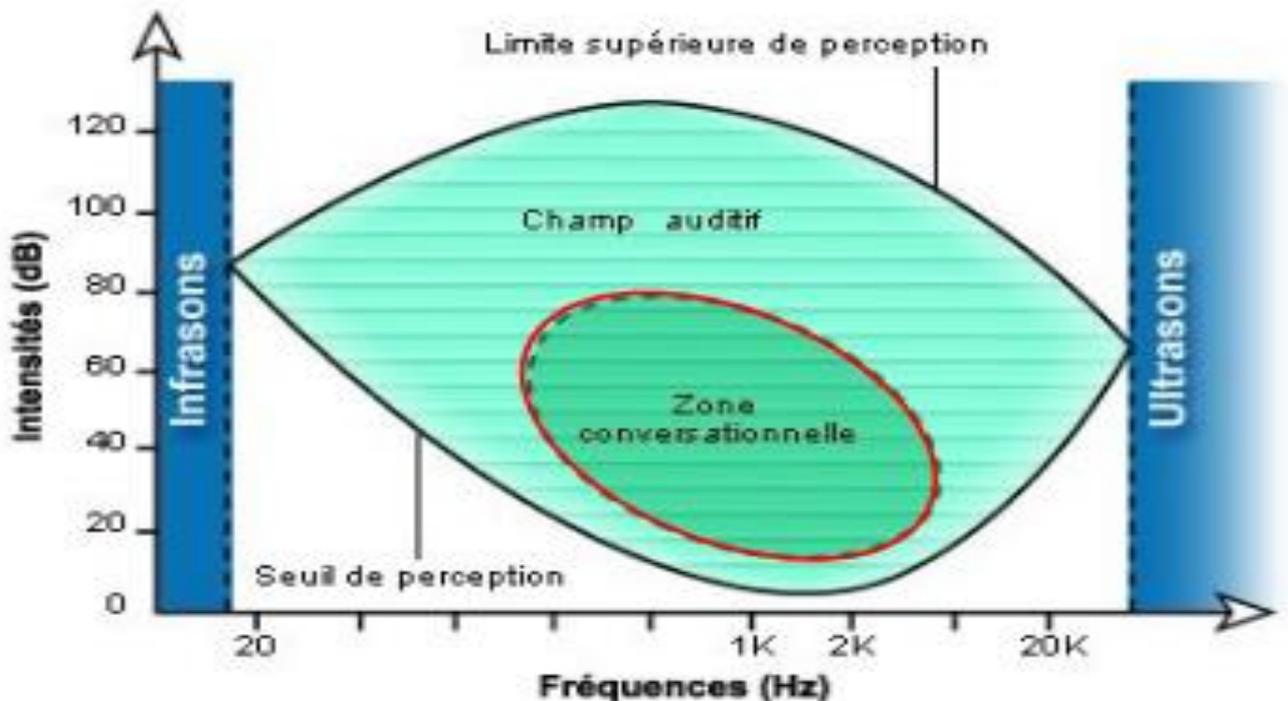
les ultrasons et les infrasons (Kahane, 2011/2012)
